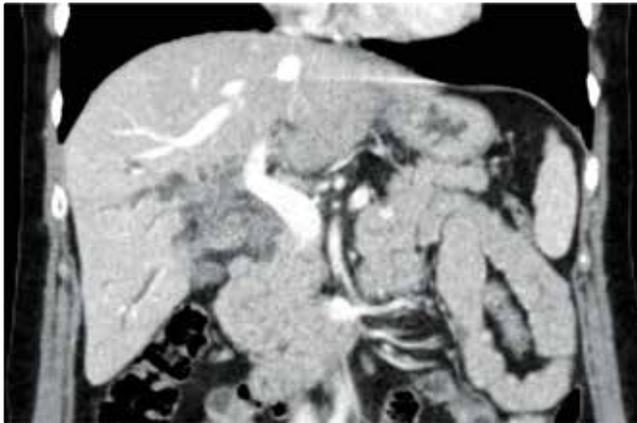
CT-Darstellung einer alveolären Echinokokkose
